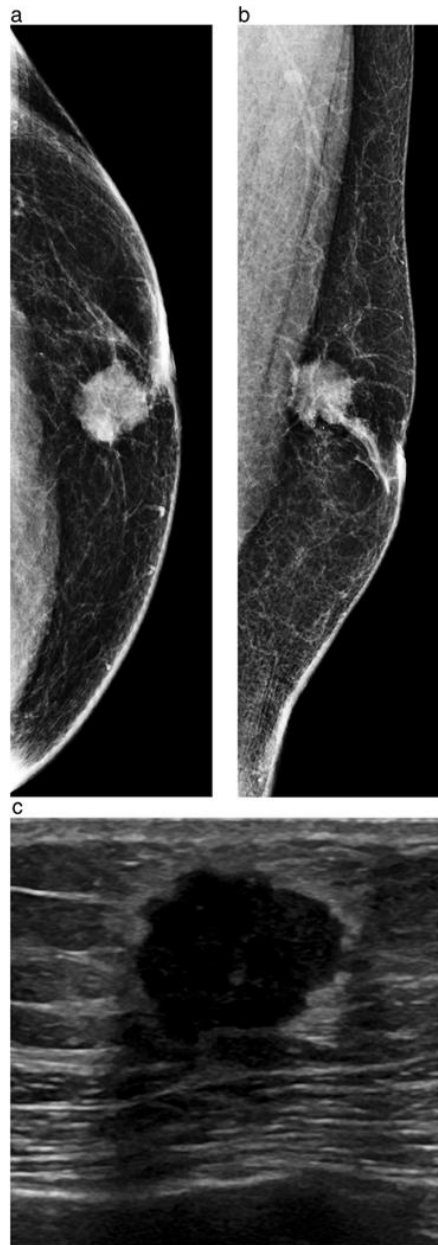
Mamografía diagnóstica (a, b) con masa irregular subareolar con calcificaciones y ultrasonido (c) masa irregular hipoecoica.
